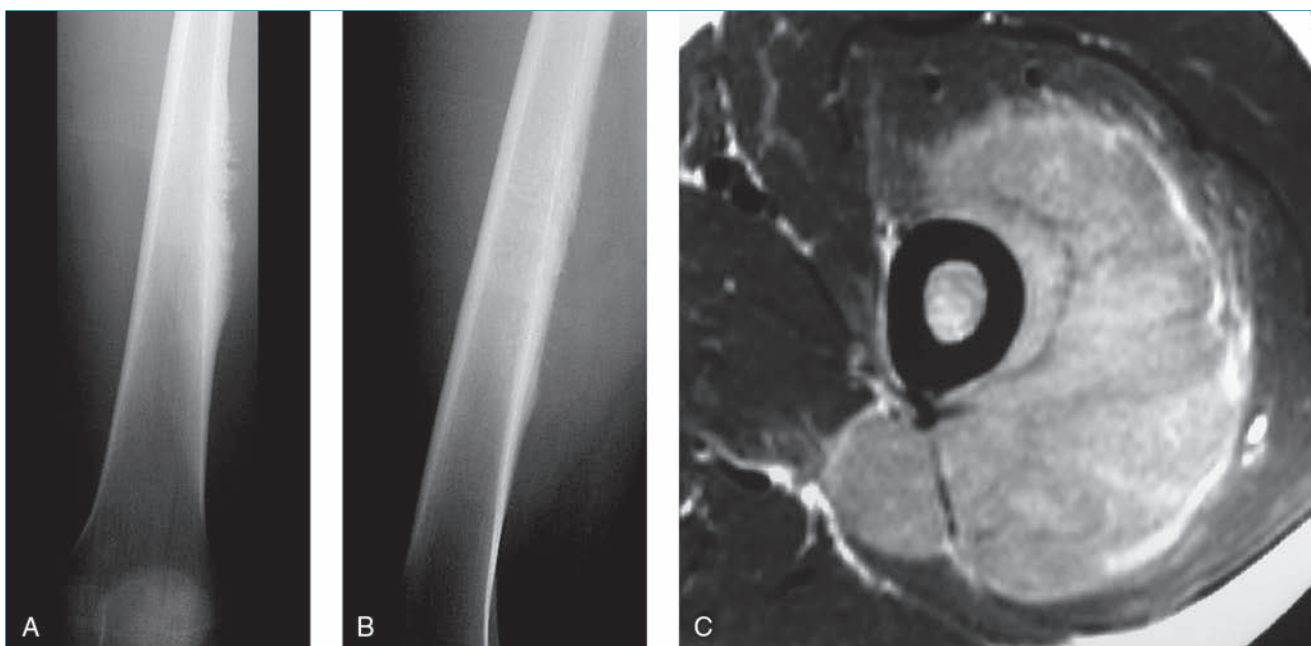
Sarcoma de Ewing en el fémur de un niño de 14 años. Las radiografías anteroposterior (A) y lateral (B) del fémur presentan una lesión diafisaria con una reacción perióstica en rayos de sol. C, La RM axial revela una masa de partes blandas extensa. La biopsia diagnosticó un sarcoma de Ewing.
